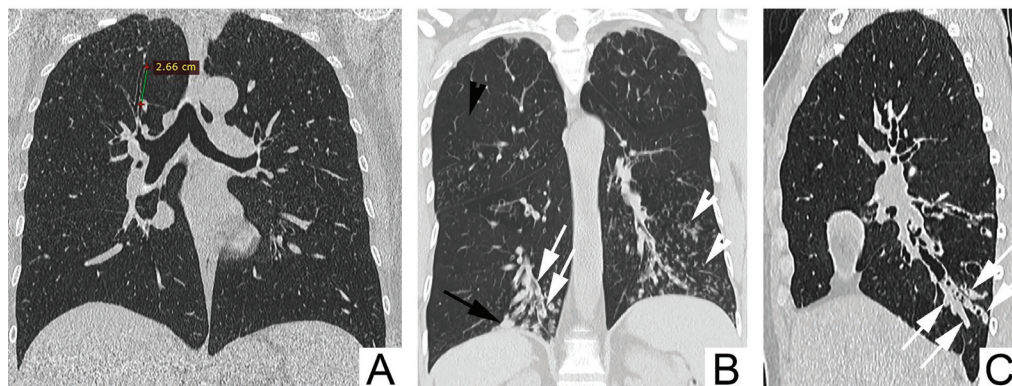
Semne de bronșiectazii la CT. A. Lipsa dihotomizării bronșice și diametrul bronhiei constant pe parcursul a >2 cm. B. Vizualizarea bronhiilor la o distanță mai mică de 1 cm de pleura costală (săgeată neagră), bronhii cu pereții îngroșați (săgeți albe), impactare cu mucus a bronhiilor de calibru mic – semnul „arborelui înmugurit” (vârfuri de săgeți albe), capturarea aerului (vârf de săgeată neagră). C. Impactare cu mucus a bronhiilor mari dilatate – semnul „degetului de mână” (săgeți).
